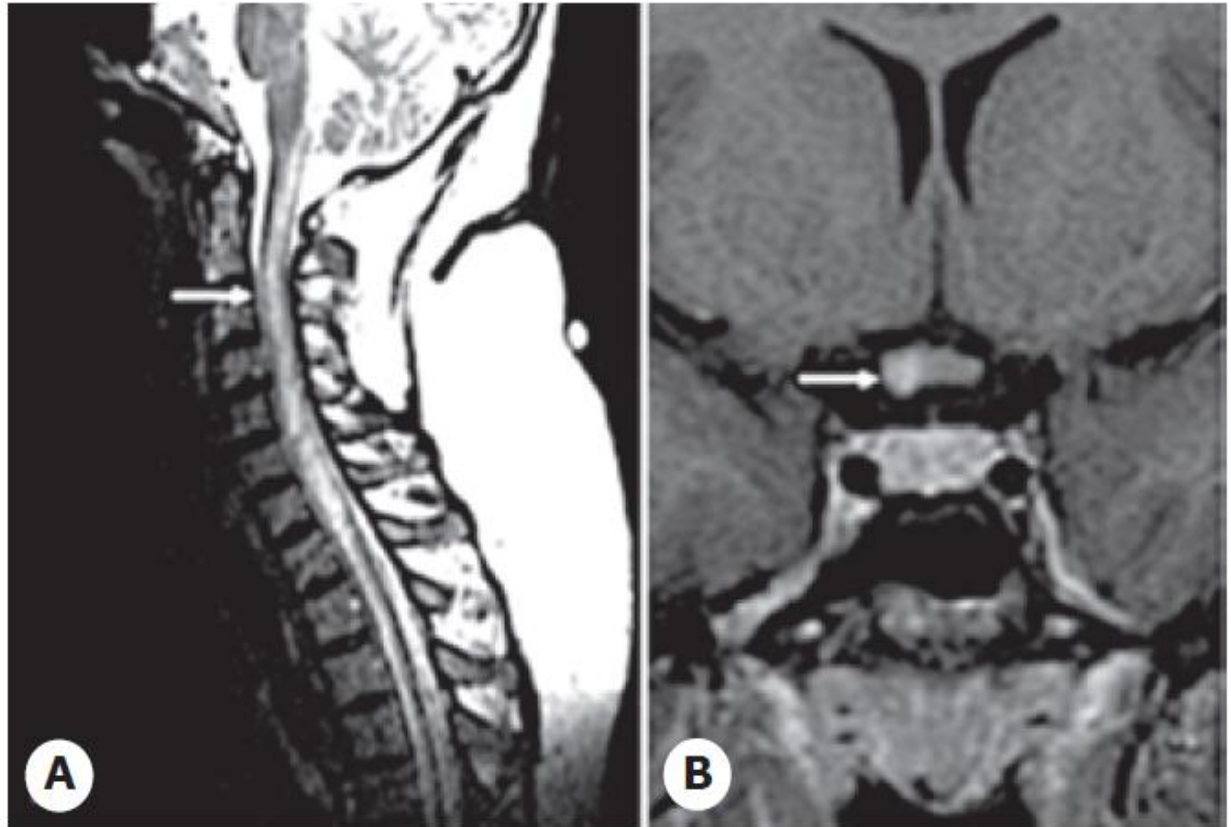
RM de pacientes con NMO donde se muestran (A) lesiones medulares extensas longitudinales y (B) del quiasma óptico (Rojas et al. 2011).
